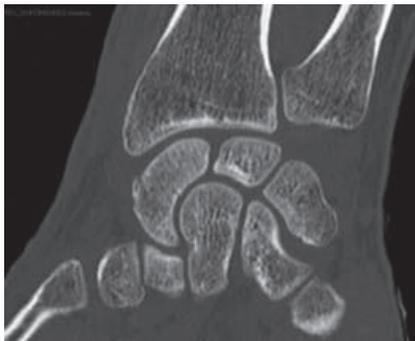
Fracture du scaphoïde, avec petit décroché cortical. Scanner en coupe frontale (les radiographies étaient interprétées comme douteuses).
